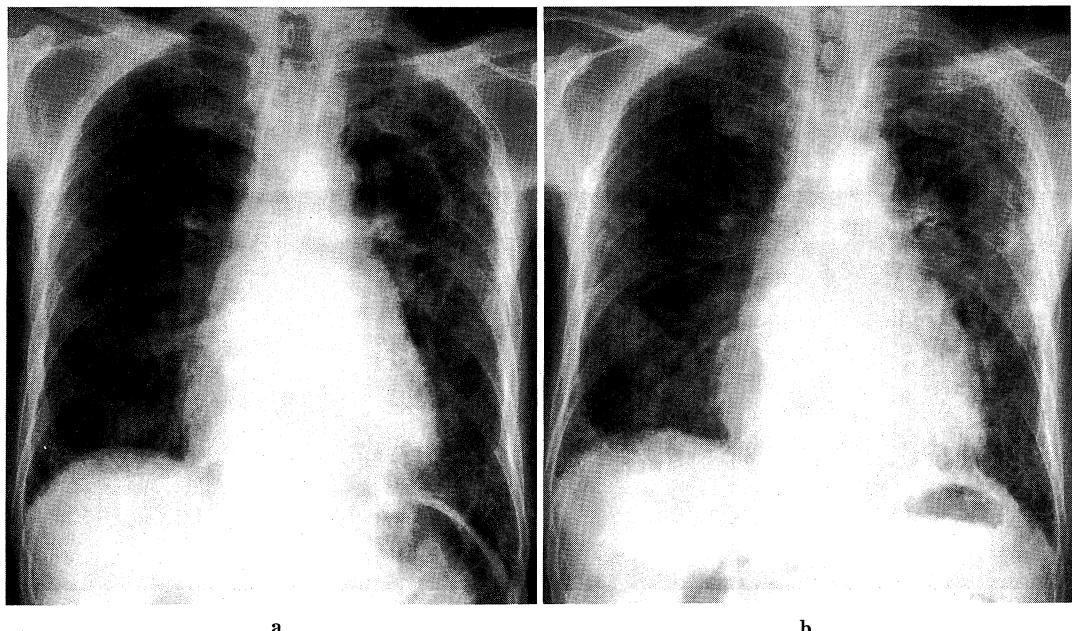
On chest X-ray (1997. 8. 20), the consolidation and interstitial shadows improved.
